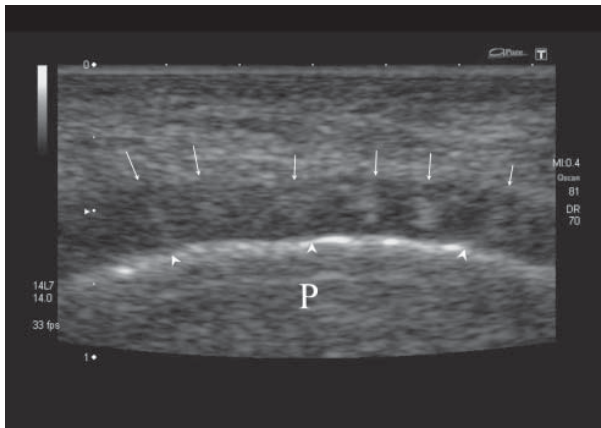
Ultrasound of the Achilles tendon, transverse scan on the level of calcaneal insertion. Arrowheads – bone outline; arrows point at bright (hyperechogenic) fatty tissue between tendinous fibers. Arrowheads on the posterior outline of the tendon. P – calcaneus
